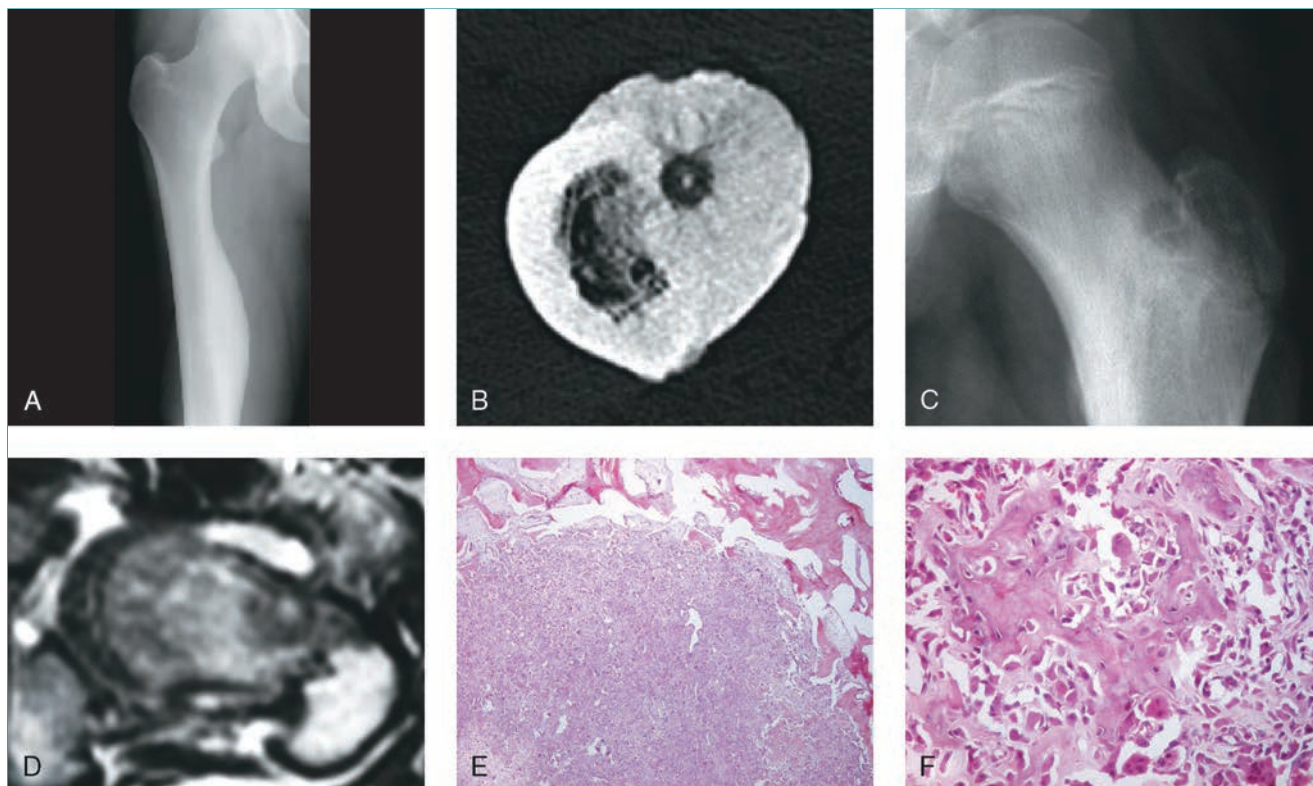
Osteoma osteoide. A, La radiografía anteroposterior del fémur derecho muestra una extensa formación de hueso reactivo y engrosamiento cortical en la región medial de la diáfisis. B, La TC axial de cortes finos del mismo paciente de la Figura A pone de relieve un nido radiotransparente nítido con una densidad central que es típico de un osteoma osteoide. C, La radiografía anteroposterior del cuello femoral izquierdo muestra una radiotransparencia subcortical bien delimitada rodeada de esclerosis. D, La RM del mismo paciente de la figura C revela un nido cerca de la cortical lateral con edema circundante. E, La imagen microscópica con poco aumento muestra que el osteoma tiene un patrón histopatológico de una lesión con límites nítidos (nido) recubierta de por hueso cortical denso. F, La imagen microscópica de gran aumento muestra un revestimiento osteoblástico parecido al observado en el osteoblastoma. Los núcleos son activos pero no se observa polimorfismo. Se observa una vascularización abundante dentro del estroma. (E y F con autorización de Schwartz HS, ed: *Orthopaedic Knowledge Update: Musculoskeletal Tumors*, ed 2. Rosemont, IL, American Academy of Orthopaedic Surgeons, 2007, p 95.)
